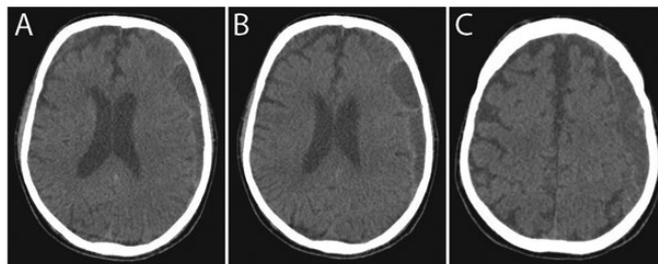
Tomografia computadorizada de crânio em cortes axiais de paciente com hematoma subdural crônico fronto-temporo-parietal esquerdo, demonstrando coleção hemorrágica heterogênea, multiloculada.
